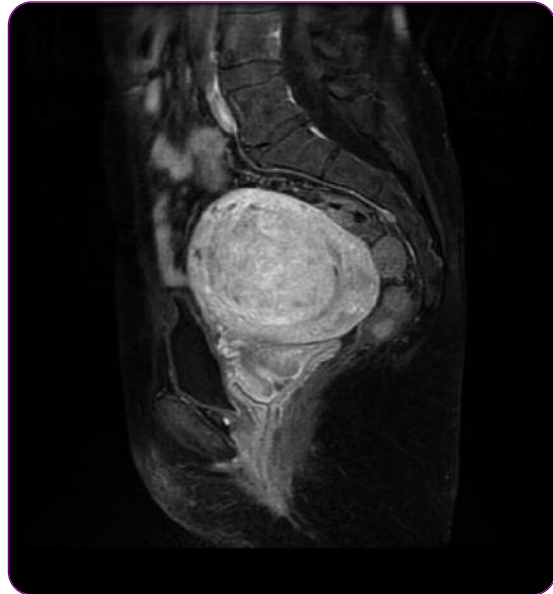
IRM (mode T1) avant traitement d'un utérus myomateux richement vascularisé après injection de gadolinium.
